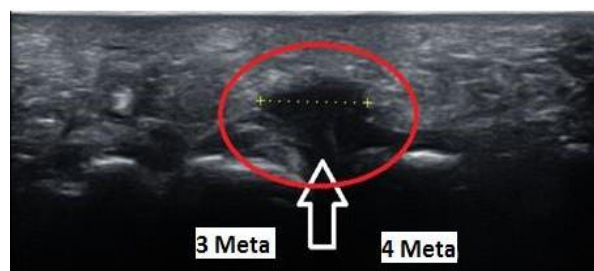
Medida por ecografía del diámetro transversal del neuroma de morton.⁸⁵
